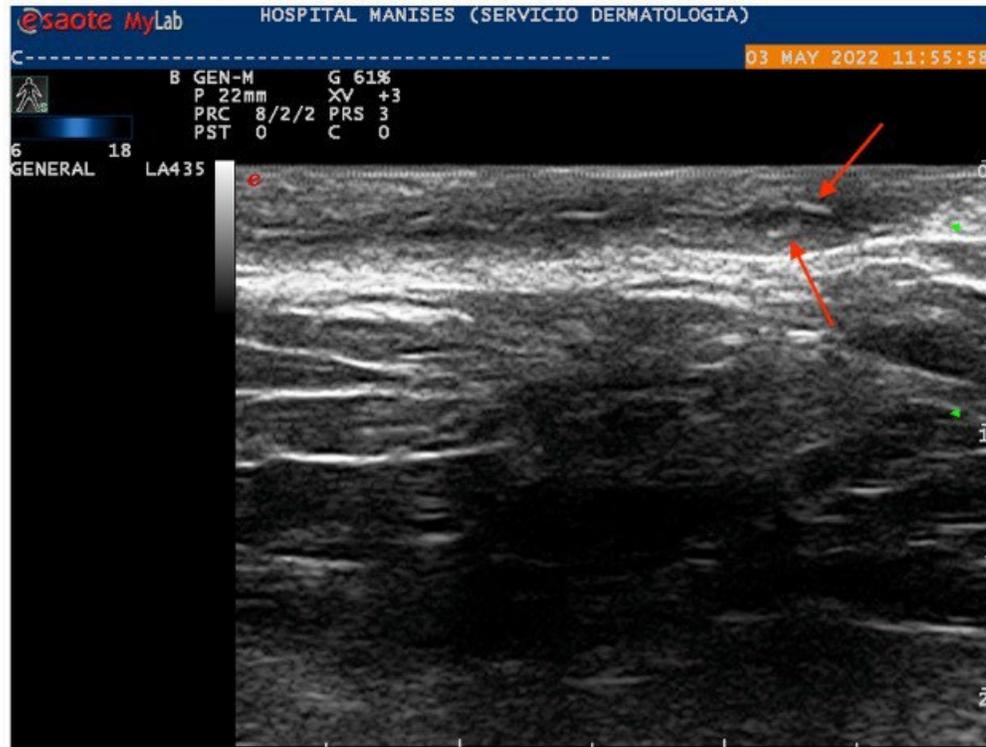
Ultrasonographic railway sign in a dermoepidermal tunnel, the longitudinal plane of B-mode (18 MHz).
